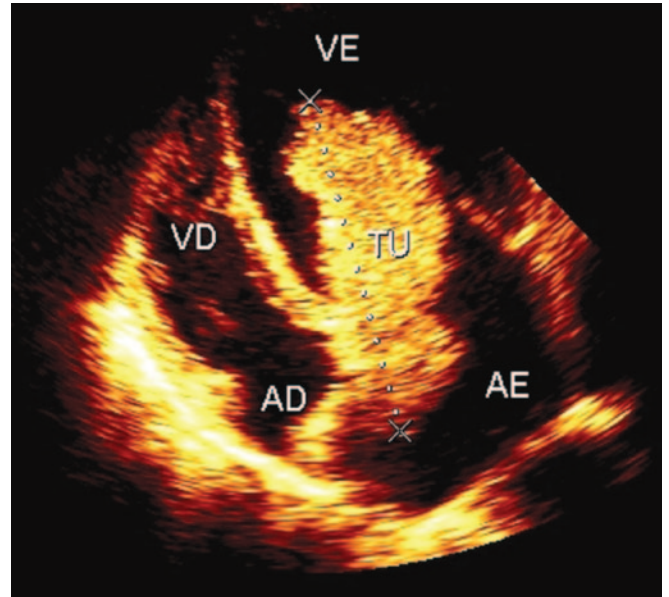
Ecocardiograma transesofágico em sístole demonstrando presença de massa tumoral pedunculada, aderida ao septo interatrial, isoecogênica, irregular, medindo 90x35mm, com profusão para o interior do ventrículo esquerdo, compatível com mixoma atrial esquerdo.
